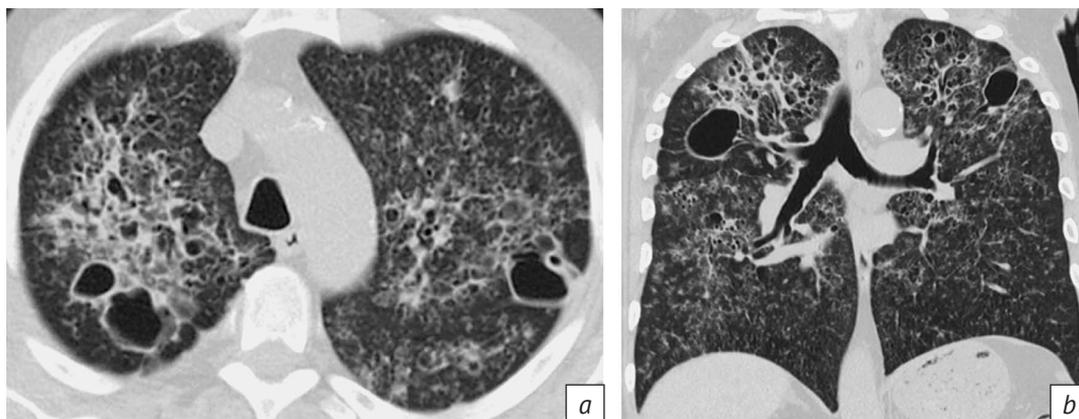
Лимфогенный диссеминированный туберкулез легких, КТ-изображения в аксиальной (а) и корональной (b) проекциях. Диссеминированные лимфогенные очаги, в том числе в базальных отделах. В верхних долях наряду с полостями отмечается развитие грубой деформирующей фиброзной ткани, бронхоэктазы. Изображения из архива авторов
